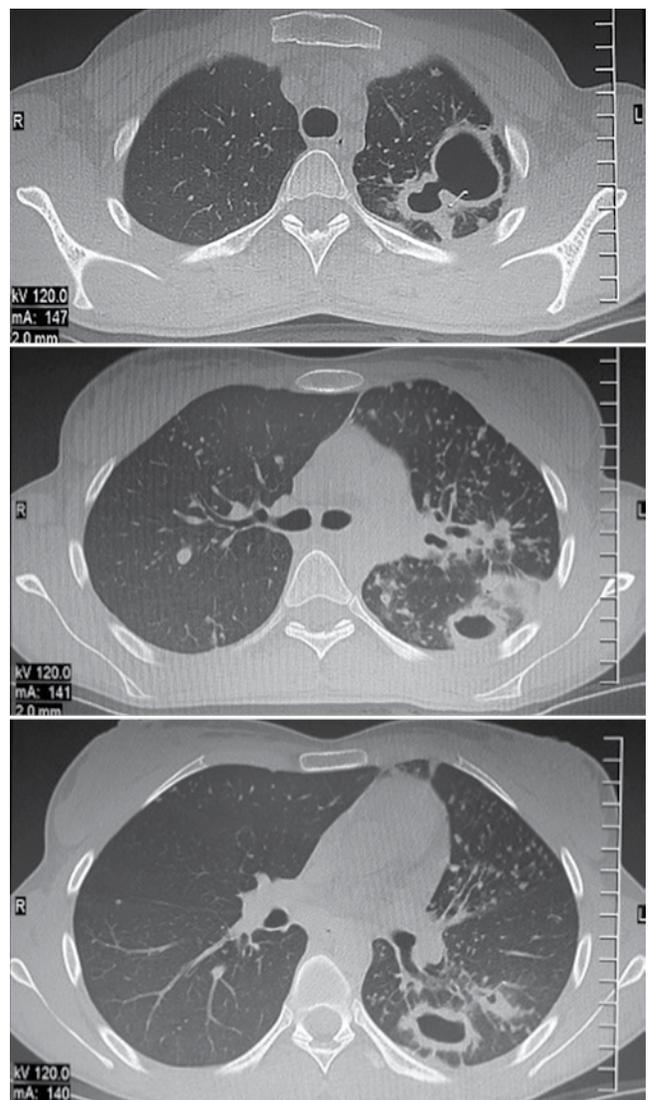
Компьютерная томограмма ОГК от 26.08.2016 г. пациентки Б. Описание в тексте
